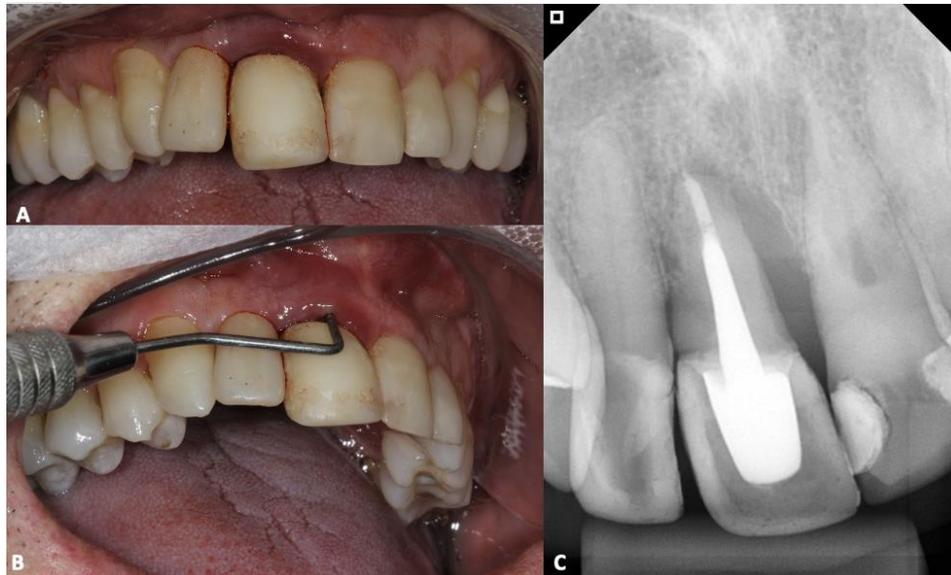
(A)O exame clínico revelou edema purulento no dente 11 e a sondagem pontual (B) ao redor do elemento confirmou a presença de fratura. Na radiografia (C) foi observada extensa perda óssea vertical na região do elemento.
